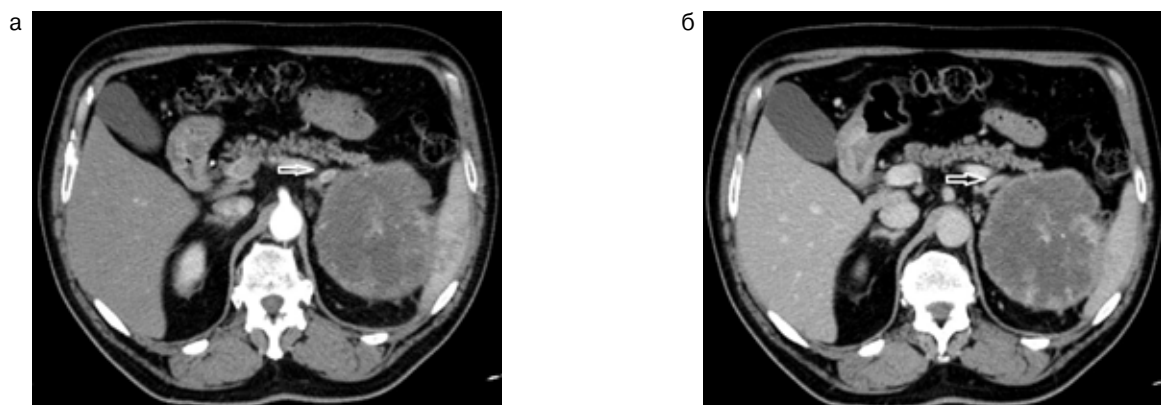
Компьютерные томограммы пациента с раком почки, аксиальные проекции: а – артериальная фаза сканирования, хорошо виден гиперваскулярный метастаз в левом надпочечнике; б – венозная фаза, тот же срез, метастаз в левом надпочечнике не дифференцируется
